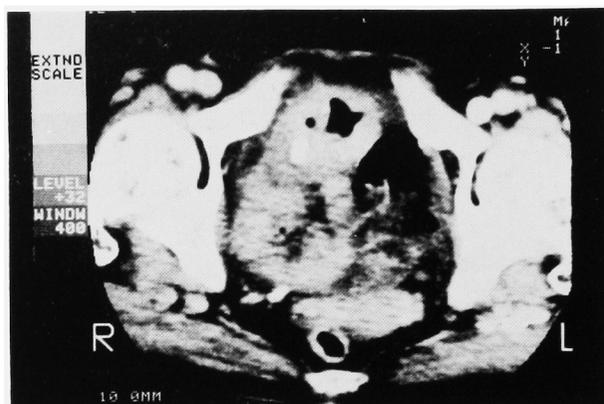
CT of case 4. CT scan demonstrated a mass with calcification extending from the bladder dome superiorly.
